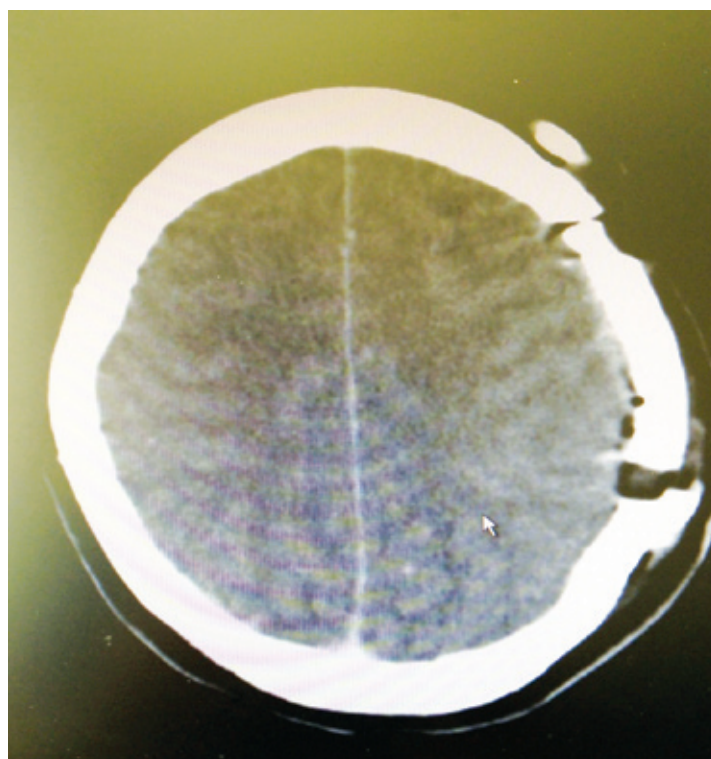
КТ головного мозга от 22.06.2010 г. Заключение: состояние КПТ в левой теменной области после удаления опухоли левой височной области
